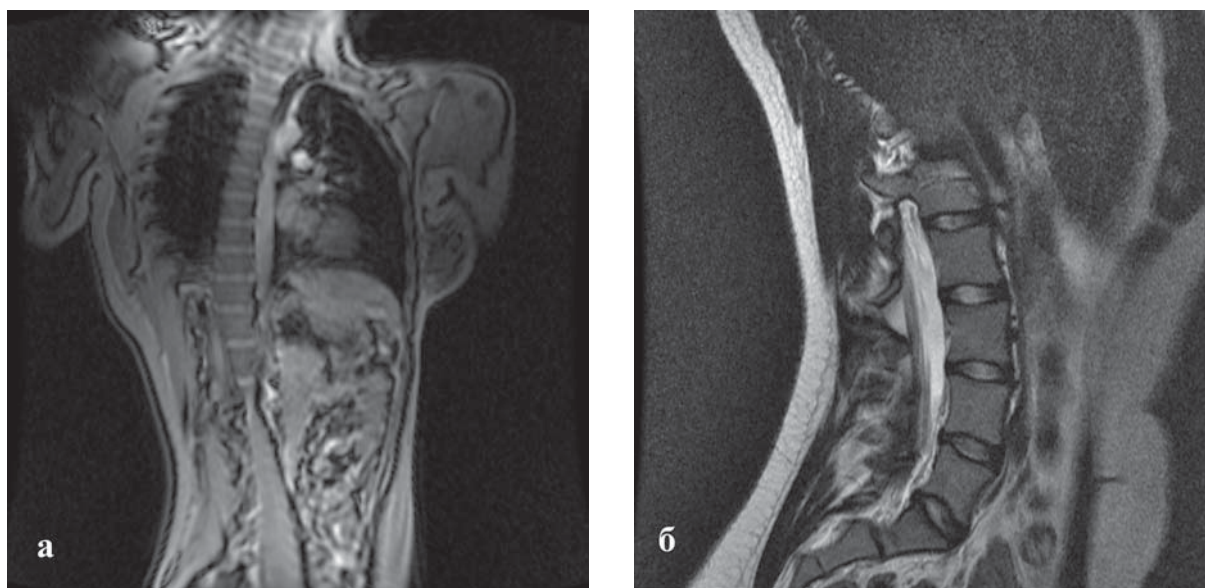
МР томография грудного (а) и поясничного (б) отделов позвоночника; фронтальное Т2 взвешенное изображение: функциональная спиральная деформация позвоночника.
